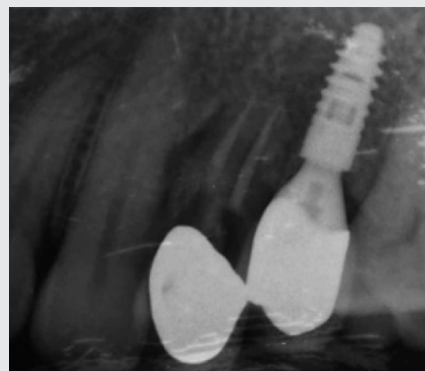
Radiografía periapical de la pieza dental 24 dañada
